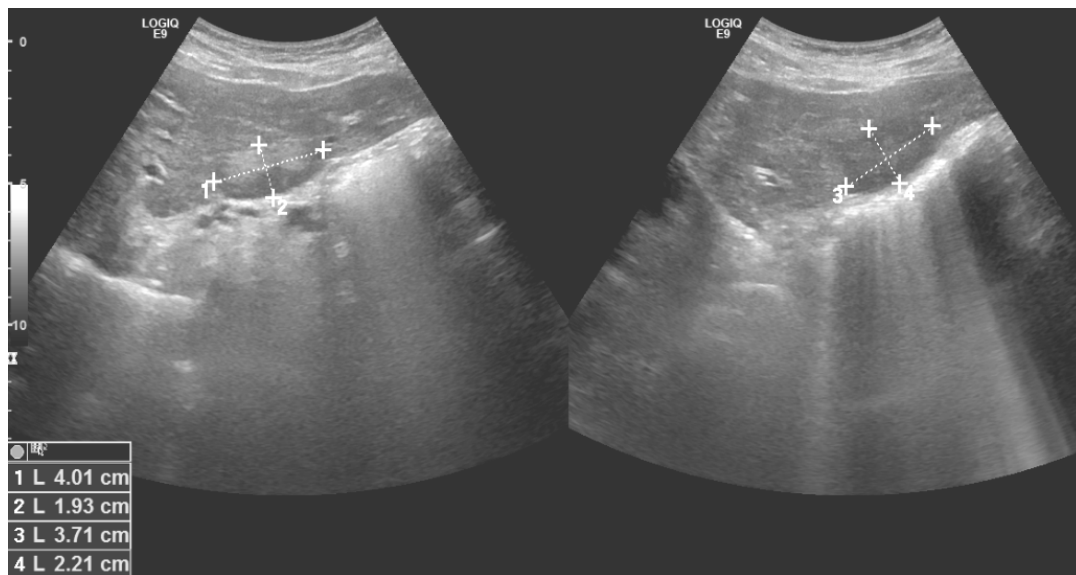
Contrôle échographique à 4 mois d'intervalle, en faveur d'une régression de la taille tumorale.
